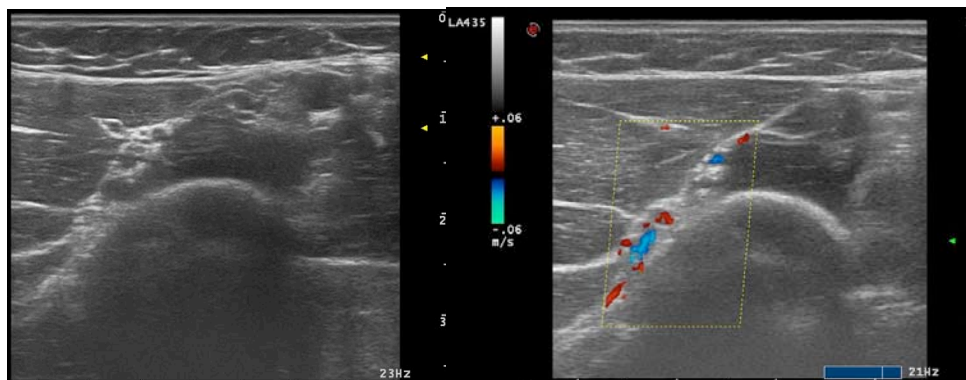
Identifikation und Darstellung des N. radialis an der Grenze zum Humerusschaft. Eine Unterscheidung zwischen Faszikeln und Gefäßen ist ohne Farbdoppler kaum möglich.
